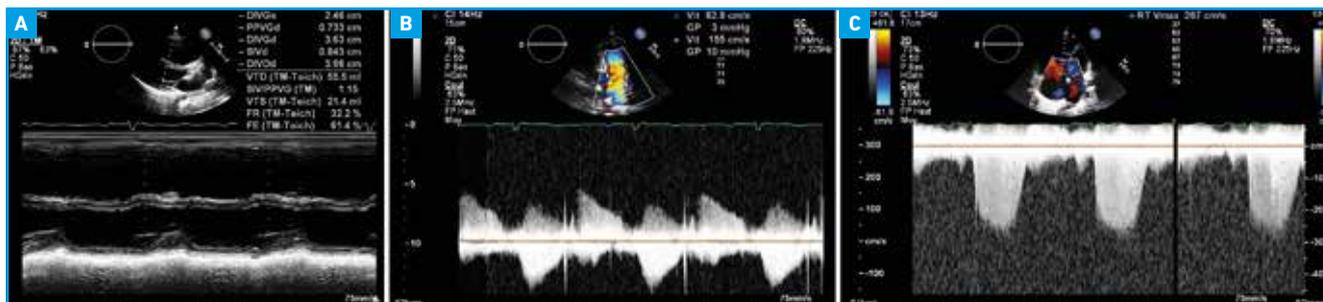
A : TM parasternal passant par le VG, septum interventriculaire paradoxal ; B : Doppler continu : flux d'insuffisance pulmonaire ; C : Doppler continu : flux d'insuffisance tricuspide.
